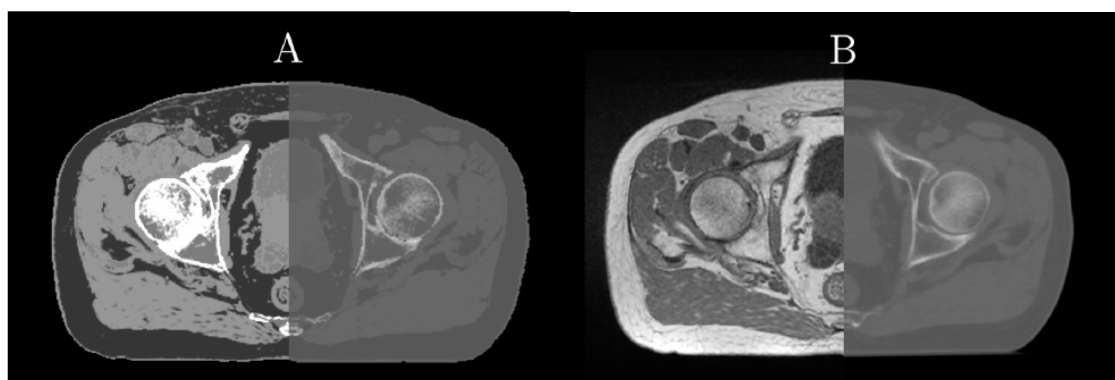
An example of a heterogeneous sCT of the pelvis in (A) displayed with soft tissue window (left) and bone window (right). The original in-phase MR image is shown in (B) on the left and the standard planning CT in (B) on the right.
